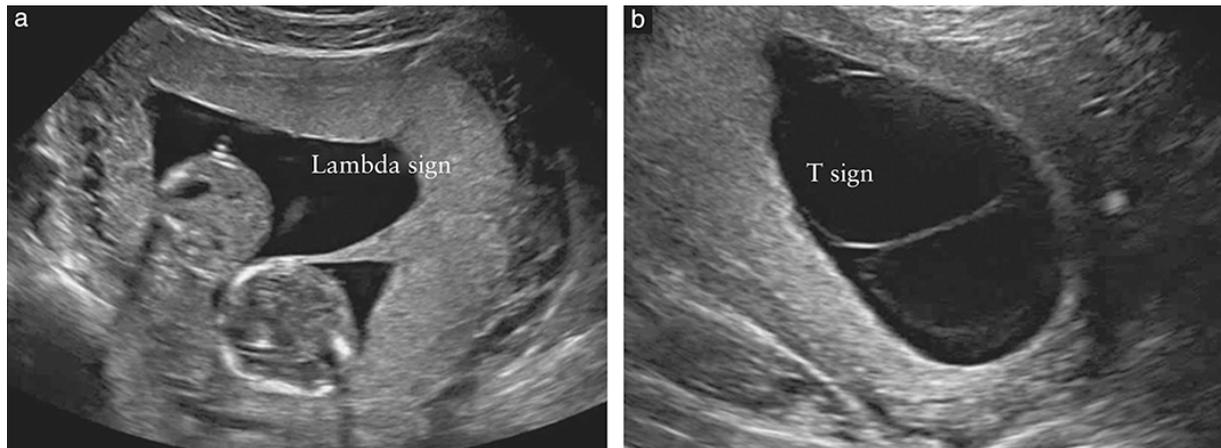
Aspect échographique au premier trimestre d'une (a) grossesse géminaire dichorionique di amniotique dans laquelle les jumeaux sont séparés par des membranes chorioniques fusionnées épaisses ; (b) grossesse géminaire monochorionique diamniotique dans laquelle les jumeaux sont séparés seulement par deux fines membranes amniotiques.
